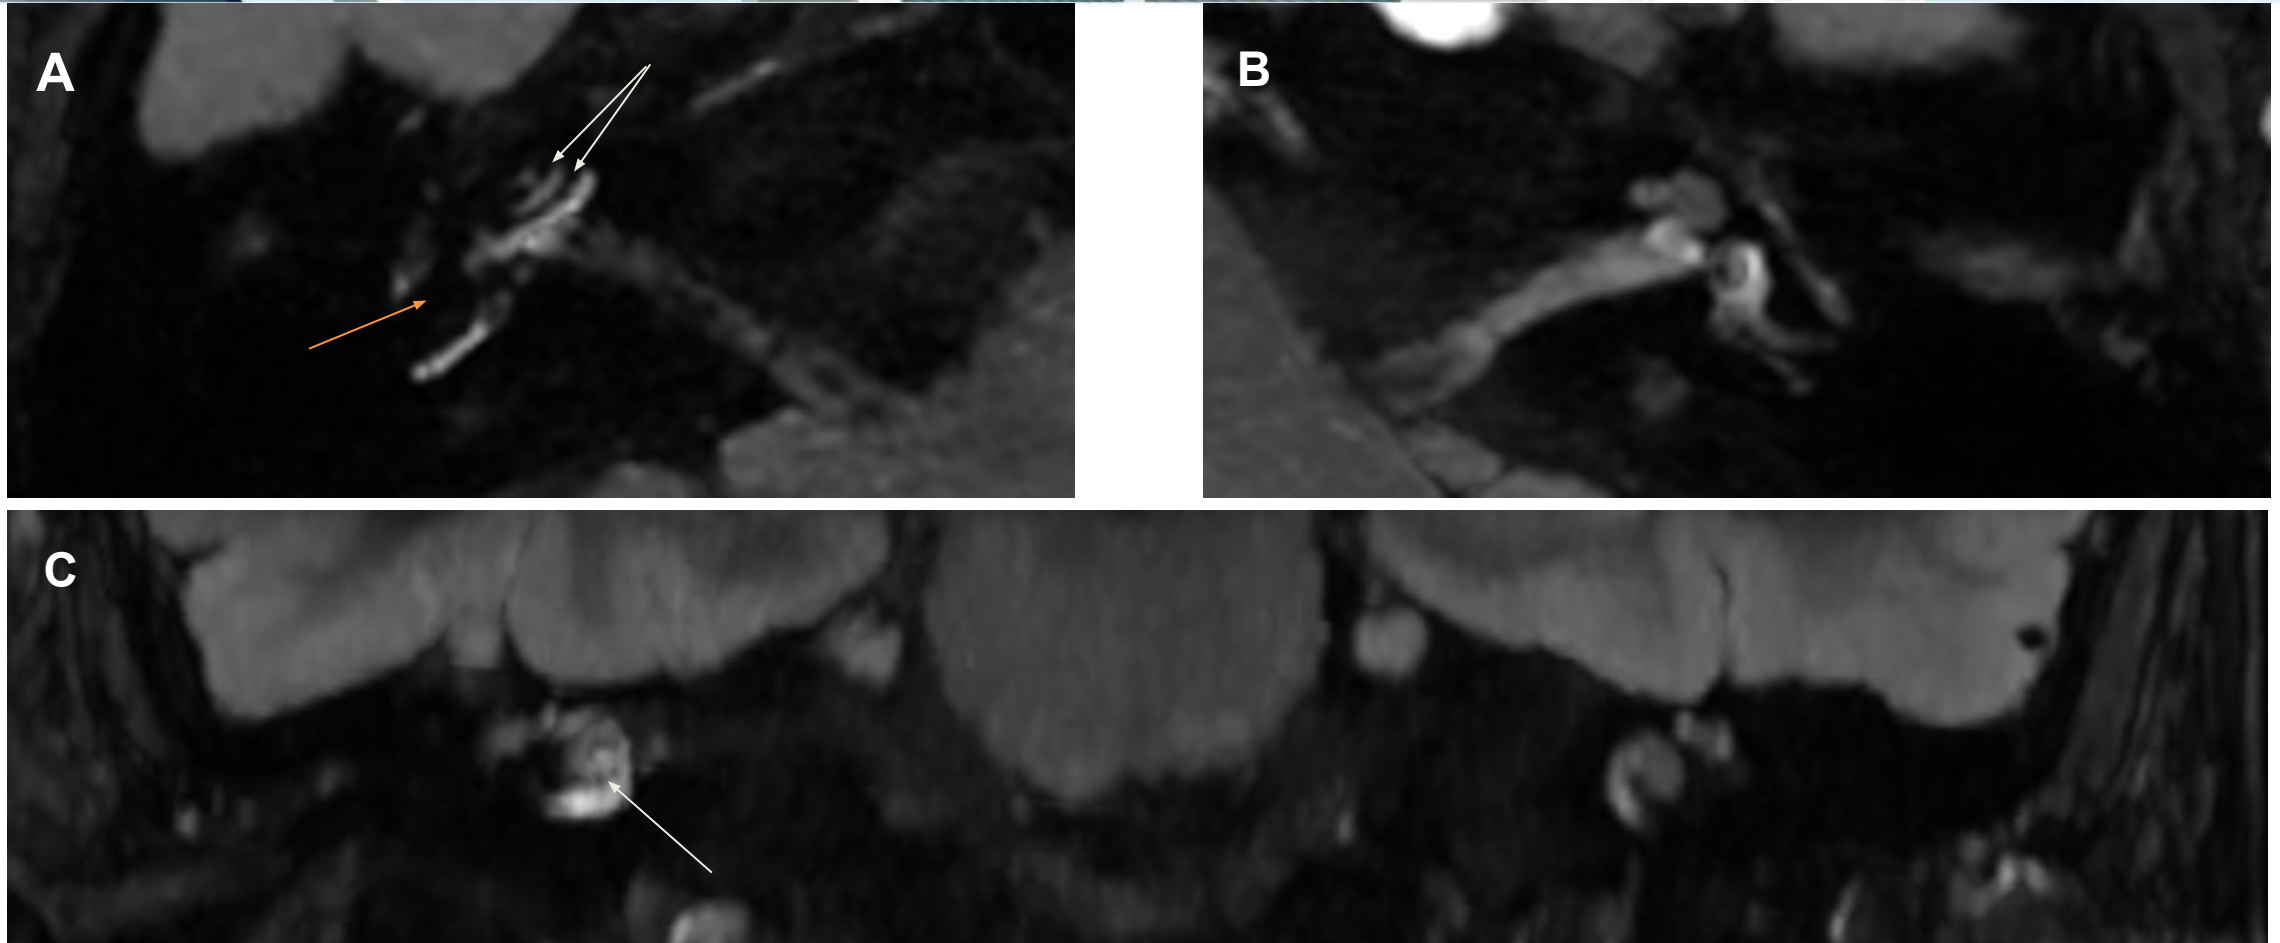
RM secuencia 3D FLAIR 4h tras administración de Gadolinio IV con reconstrucción MIP en cortes axiales (A y B) y coronal (C). Oído izquierdo (B) sin alteraciones. Oído derecho (A): HE coclear grado II (escala vestibular obliterada por dilatación del ducto coclear, flechas blancas). HE vestibular grado III dilatación de sáculo y utrículo (no PLE, flechas naranjas).
